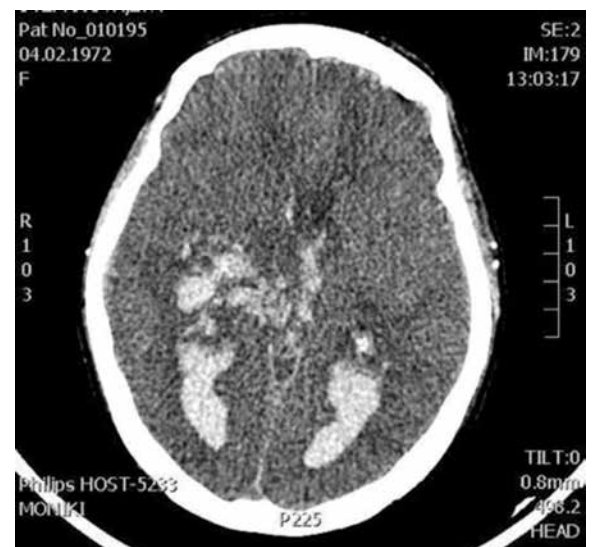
Прорыв внутримозговой гематомы в подкорковые ядра по данным рентгеновской компьютерной томографии головного мозга
